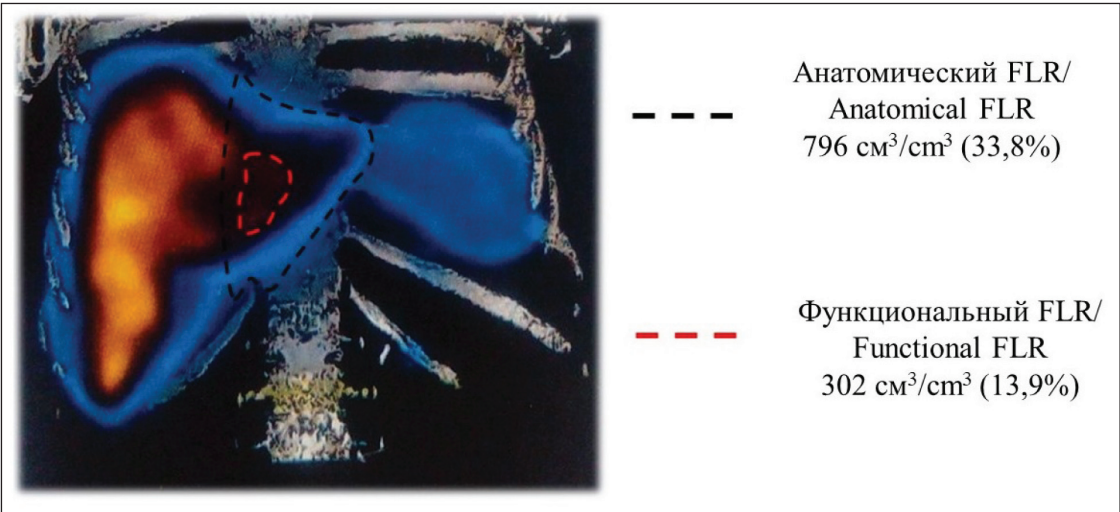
ОФЭКТ/КТ. Несоответствие объема анатомического и функционального FLR
